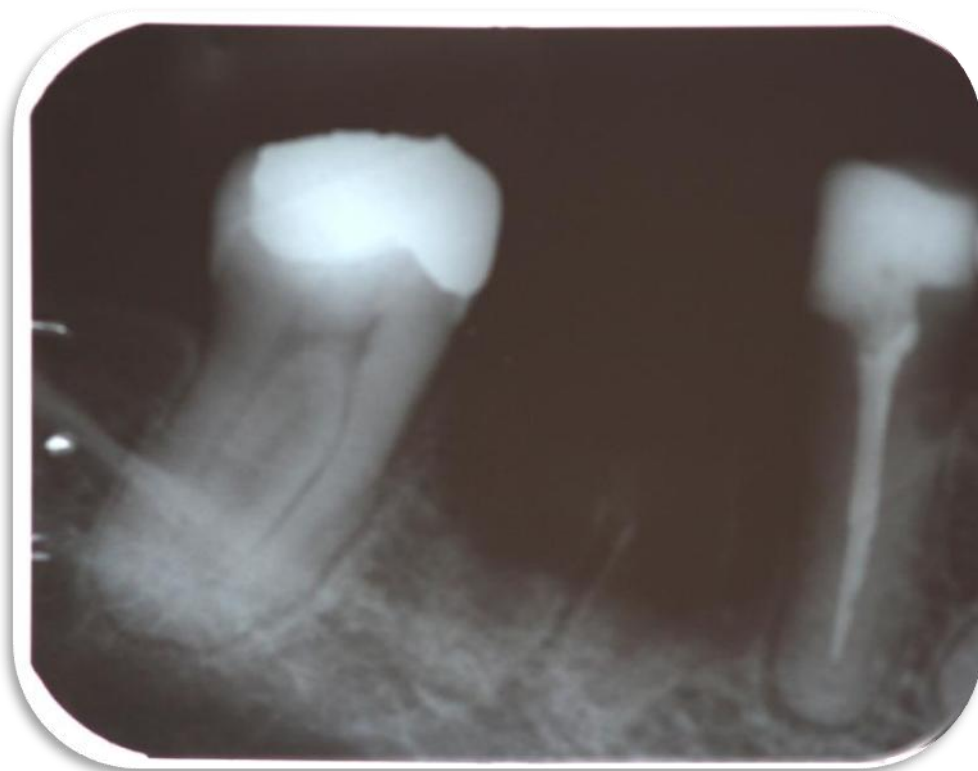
Radiografia periapical da região do 46-48, mostrando a ausência de cicatrização óssea após a exodontia.
